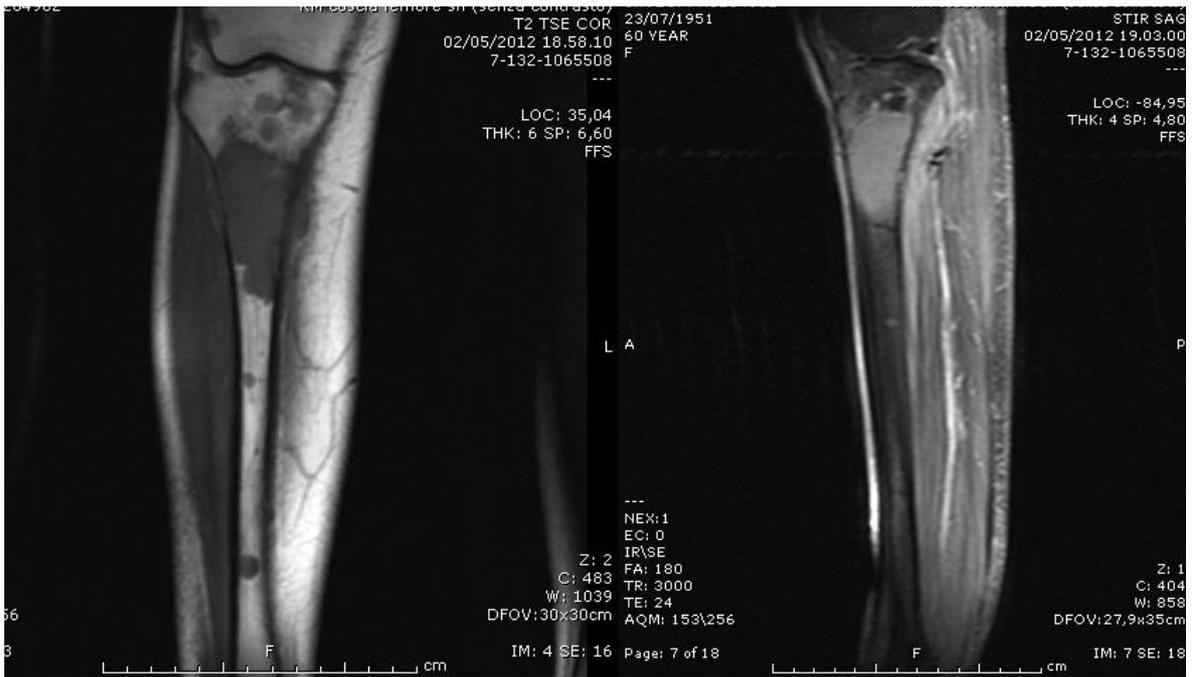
RMN preoperatoria della tibia di destra.
